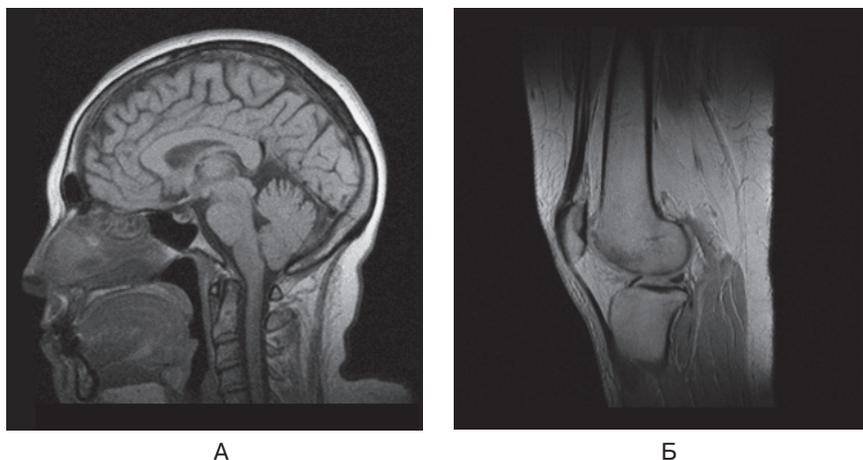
Магнитно-резонансная томография головного мозга (А) и коленного сустава (Б)
